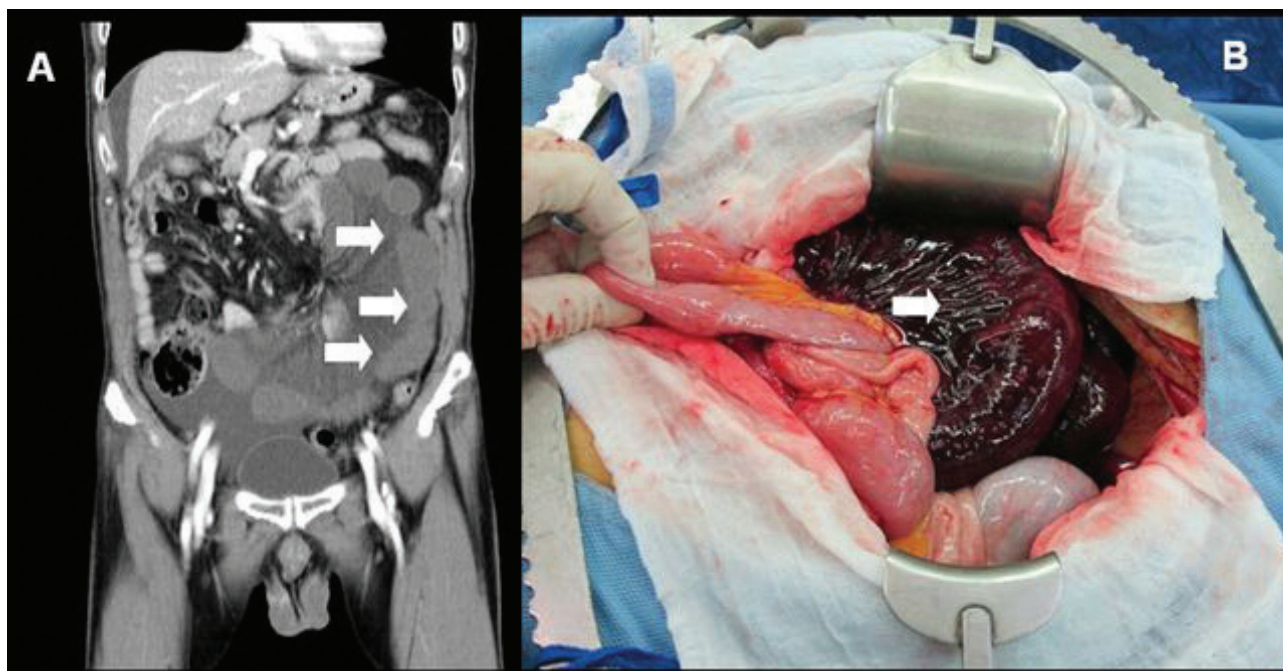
(A) La tomografía computarizada con contraste de abdomen muestra una pérdida de realce segmentario a lo largo de la pared del intestino delgado (flechas). (B) La laparotomía exploratoria muestra una gangrena de intestino delgado de aproximadamente 120 cm (flecha).
